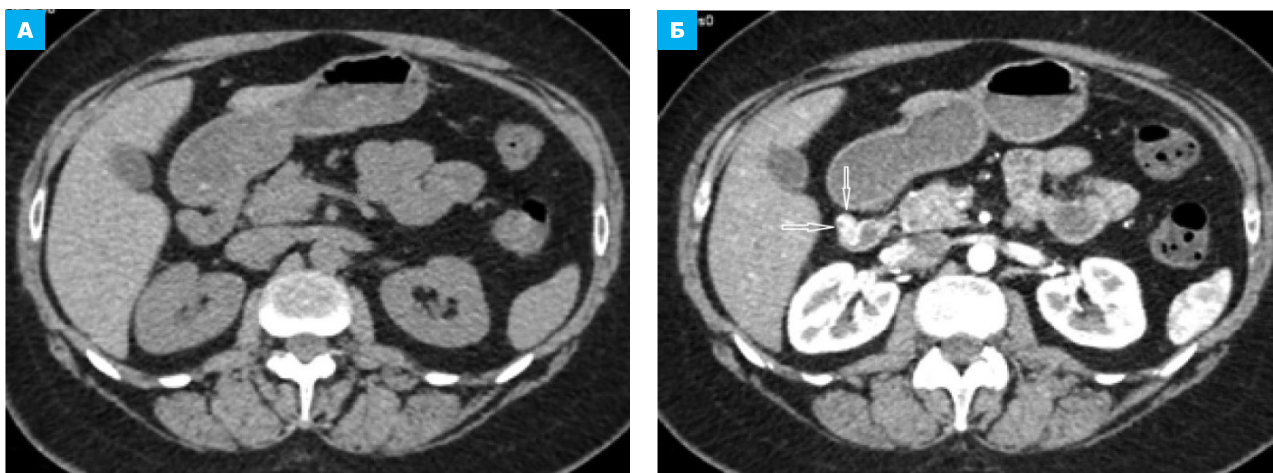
КТ брюшной полости, аксиальная плоскость на уровне головки поджелудочной железы и нисходящей ДПК. А – нативное исследование. Б – артериальная фаза КУ. Нативно изменения не визуализируются. В артериальную фазу КУ средняя плотность гастриномы выражено повысилась до средней плотности, близкой к плотности контрастированного просвета аорты, с четкой визуализацией гиперденсного узла в стенке ДПК (стрелки)
